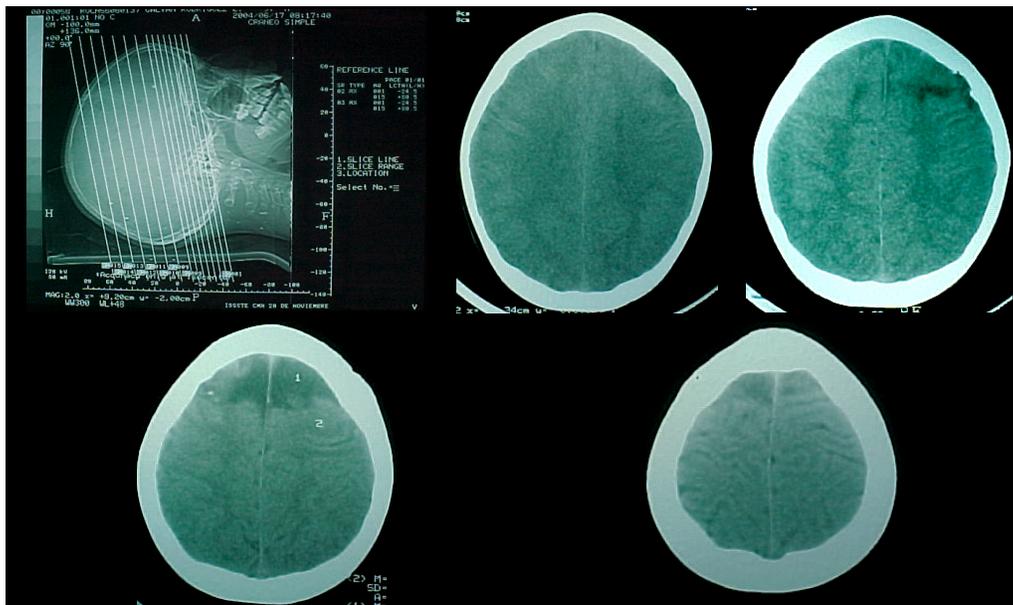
TC simple del mes de junio del 2004.
